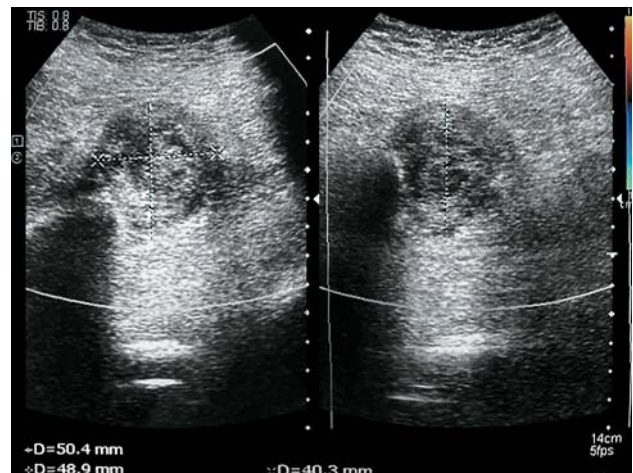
УЗИ псевдоаневризмы ягодичной артерии слева.
